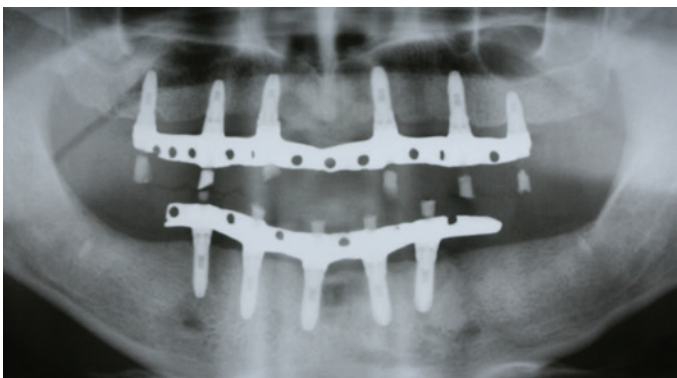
Radiografia panorâmica trinta dias após a instalação das próteses superior e inferior.
